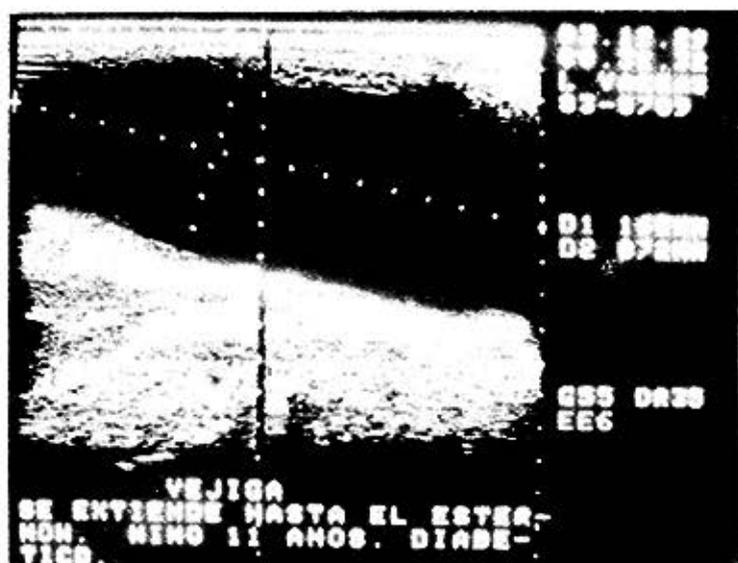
Ecografía vesical (29 de diciembre de 1983): mediciones de la vejiga en repleción, en las vistas cefalocaudal y anteroposterior.
